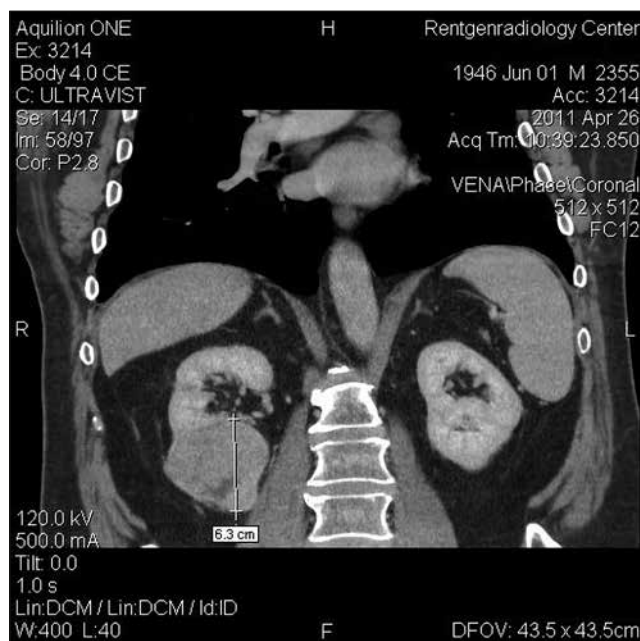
КТ картина в процессе лечения
